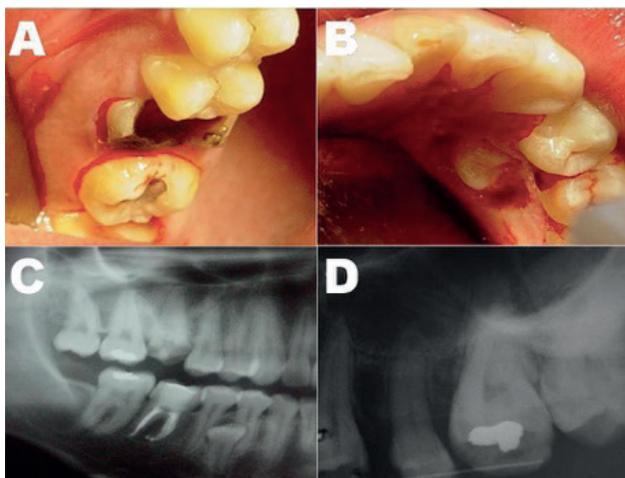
A. Vista Pré-operatória intraoral do elemento dentário 26 com indicação de sua exodontia. B. Vista Pré-operatória intraoral do elemento extra numerário incluído. C. Radiografia panorâmica dos maxilares evidenciando os elementos dentários 16 e extranumerário incluído. D. Radiografia periapical com 1 ano e 6 meses de pós-operatório.
